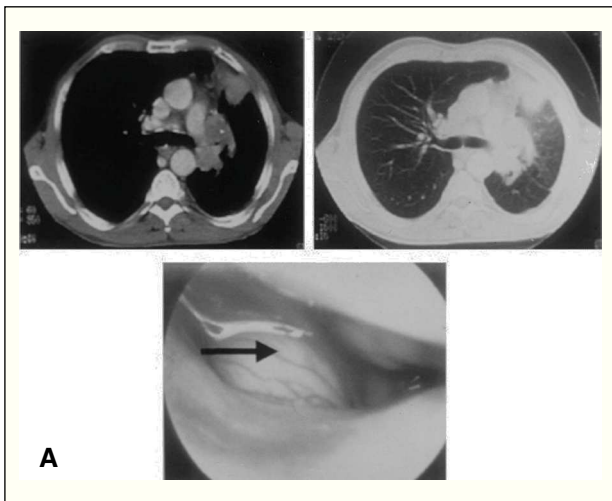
A. Paciente con posible invasión de la arteria pulmonar izquierda en la TAC; en la VPC se observa una longitud suficiente de arteria pulmonar libre (flecha) que permite realizar la disección y ligadura intrapericárdicas de la misma. B. Paciente con invasión de la arteria pulmonar derecha en la TAC; en la VPC se comprueba que ésta se encuentra completamente libre intrapericárdica (flecha), permitiendo su disección y ligadura.
